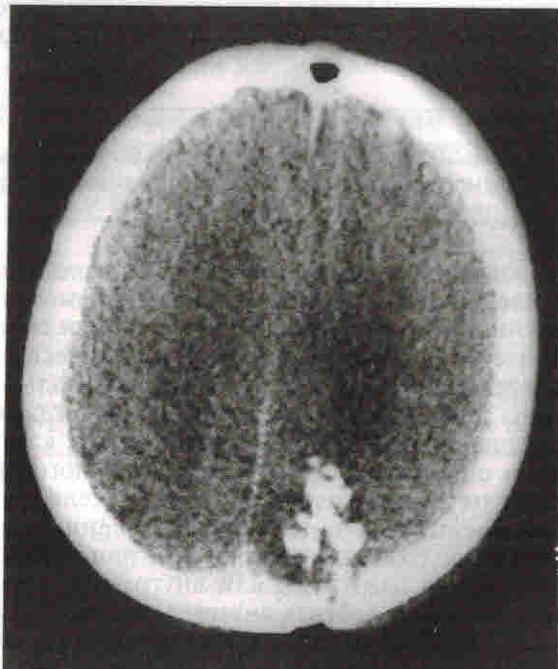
Компьютерная томограмма. Внутримозговая гематома у пострадавшего К. Костные фрагменты в левой затылочной доле при рикошетирующем ранении.
